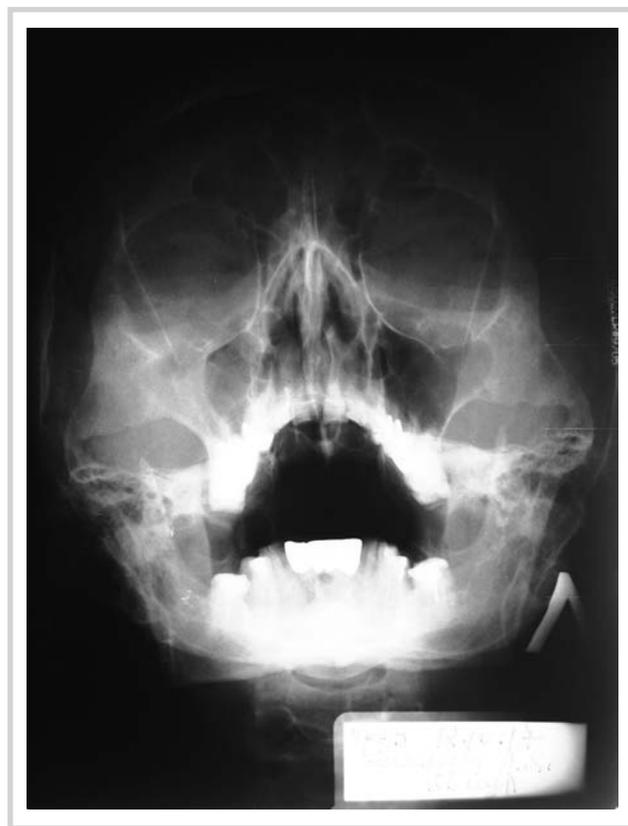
Рентгенография придаточных пазух носа: субтотальное снижение пневматизации правой верхнечелюстной пазухи, без уровня жидкости.
